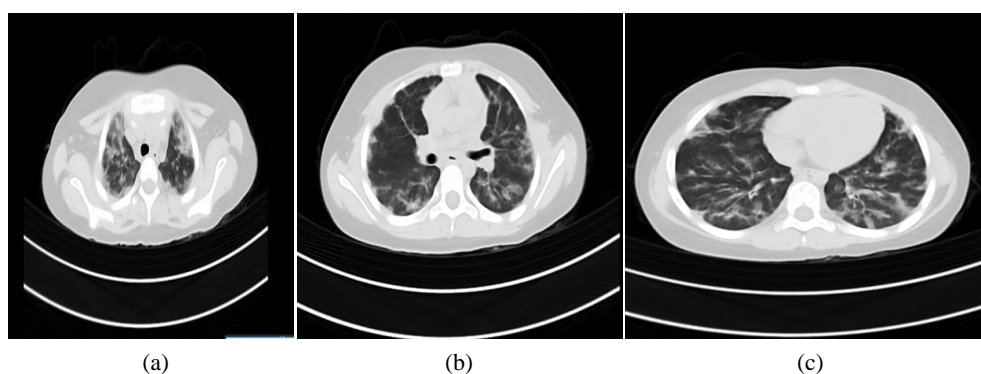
Results of chest CT examination after admission: The texture of both lungs is thickened and blurred, the light transmittance of both lungs is uneven, multiple patchy and cord-like shadows are scattered in both lungs, the boundaries are blurred, and the nonspecific interstitial pneumonia of both lungs changes, and organic pneumonia is not excluded
